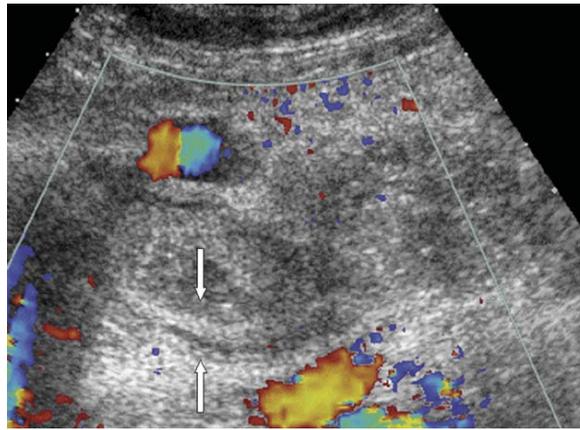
Échographie en cas d'ischémie grêle se traduisant par un épaississement de la paroi, une perte de la différenciation du grêle épaissi et une absence de flux en mode doppler couleur (nécrose étendue) [97]
